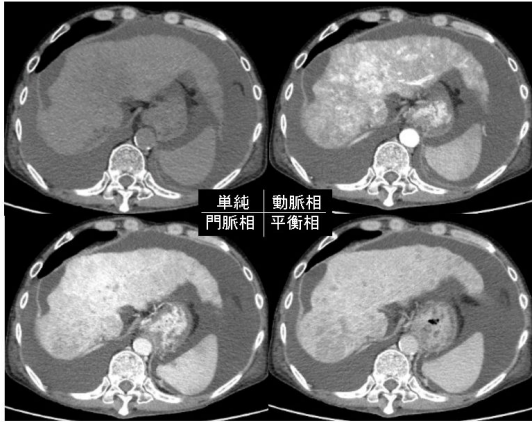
症例 2 陽子線治療 1 ヶ月後の造影 CT
